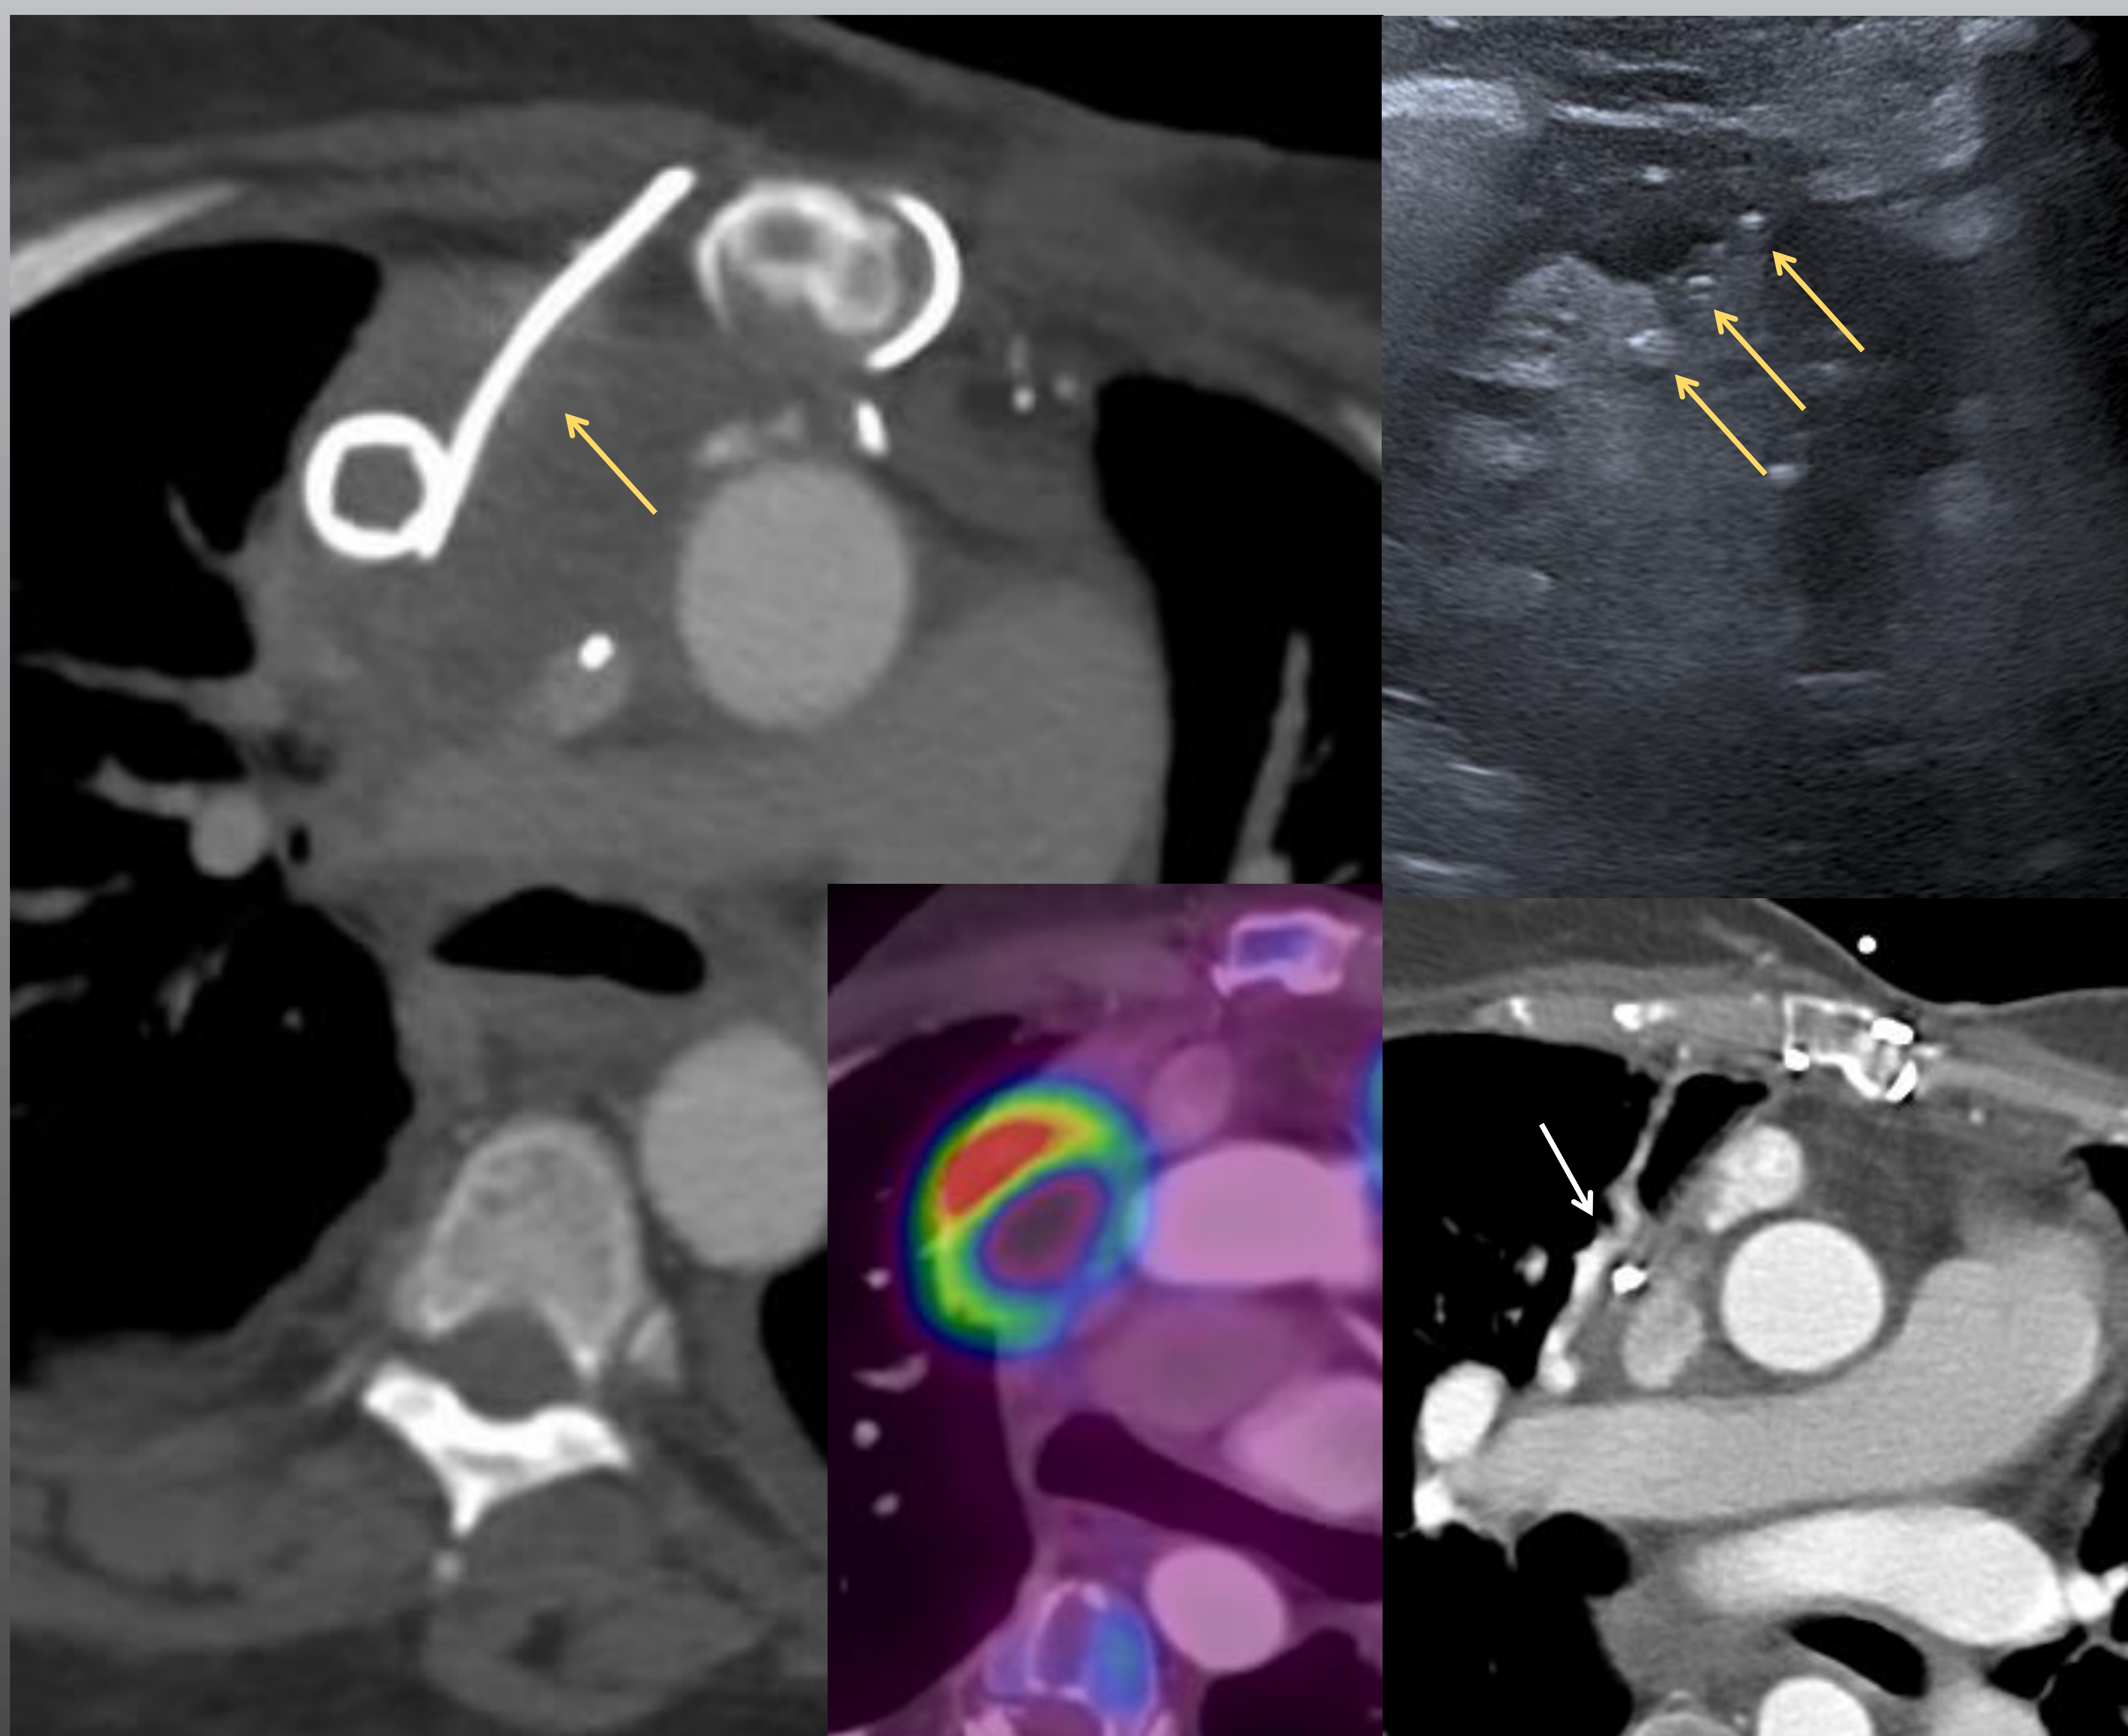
Paciente de la figura 5, pluripatológica y con historial de complicaciones postquirúrgicas con mediastinitis aguda por hematoma sobreinfectado. Se desestimó nueva intervención quirúrgica y se le realizó un drenaje percutáneo guiado por ecografía (flechas amarillas) con éxito.
